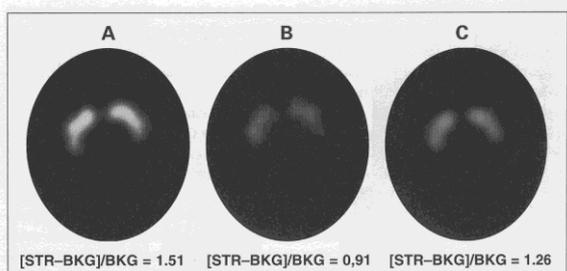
Striatäre Dopamintransporter-Dichte im TRÖDAT-1-SPECT bei einer 34-jährigen Patientin mit ADHS vor Therapie (A) und unter dreimal 5 mg Methylphenidat pro Tag (B) im Vergleich zu einer gleichaltrigen Kontrollperson (C). STR = Dichte im Striatum, BKG = Dichte im Background (Zerebellum).
